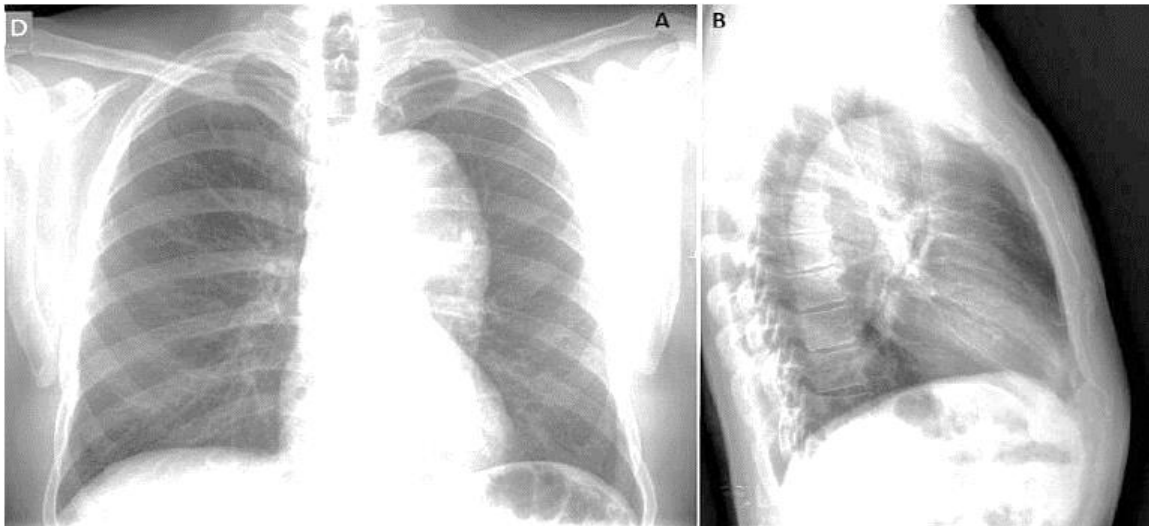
Dissection aortique à la radiographie du thorax de face et de profil
